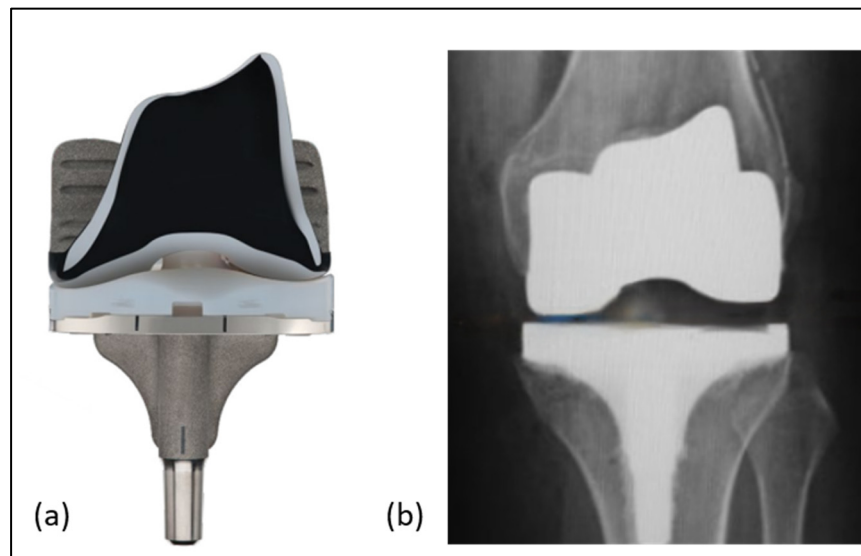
(a) Prothèse Totale de Genou - (b) Radiographie post-arthroplastie totale du genou
